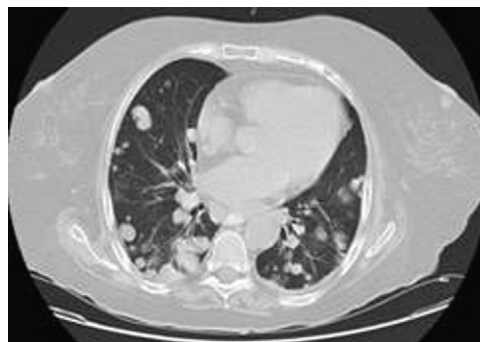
En la tomografía axial computarizada torácica se puede visualizar la «suelta de globos» derivada del tumor suprarrenal.
